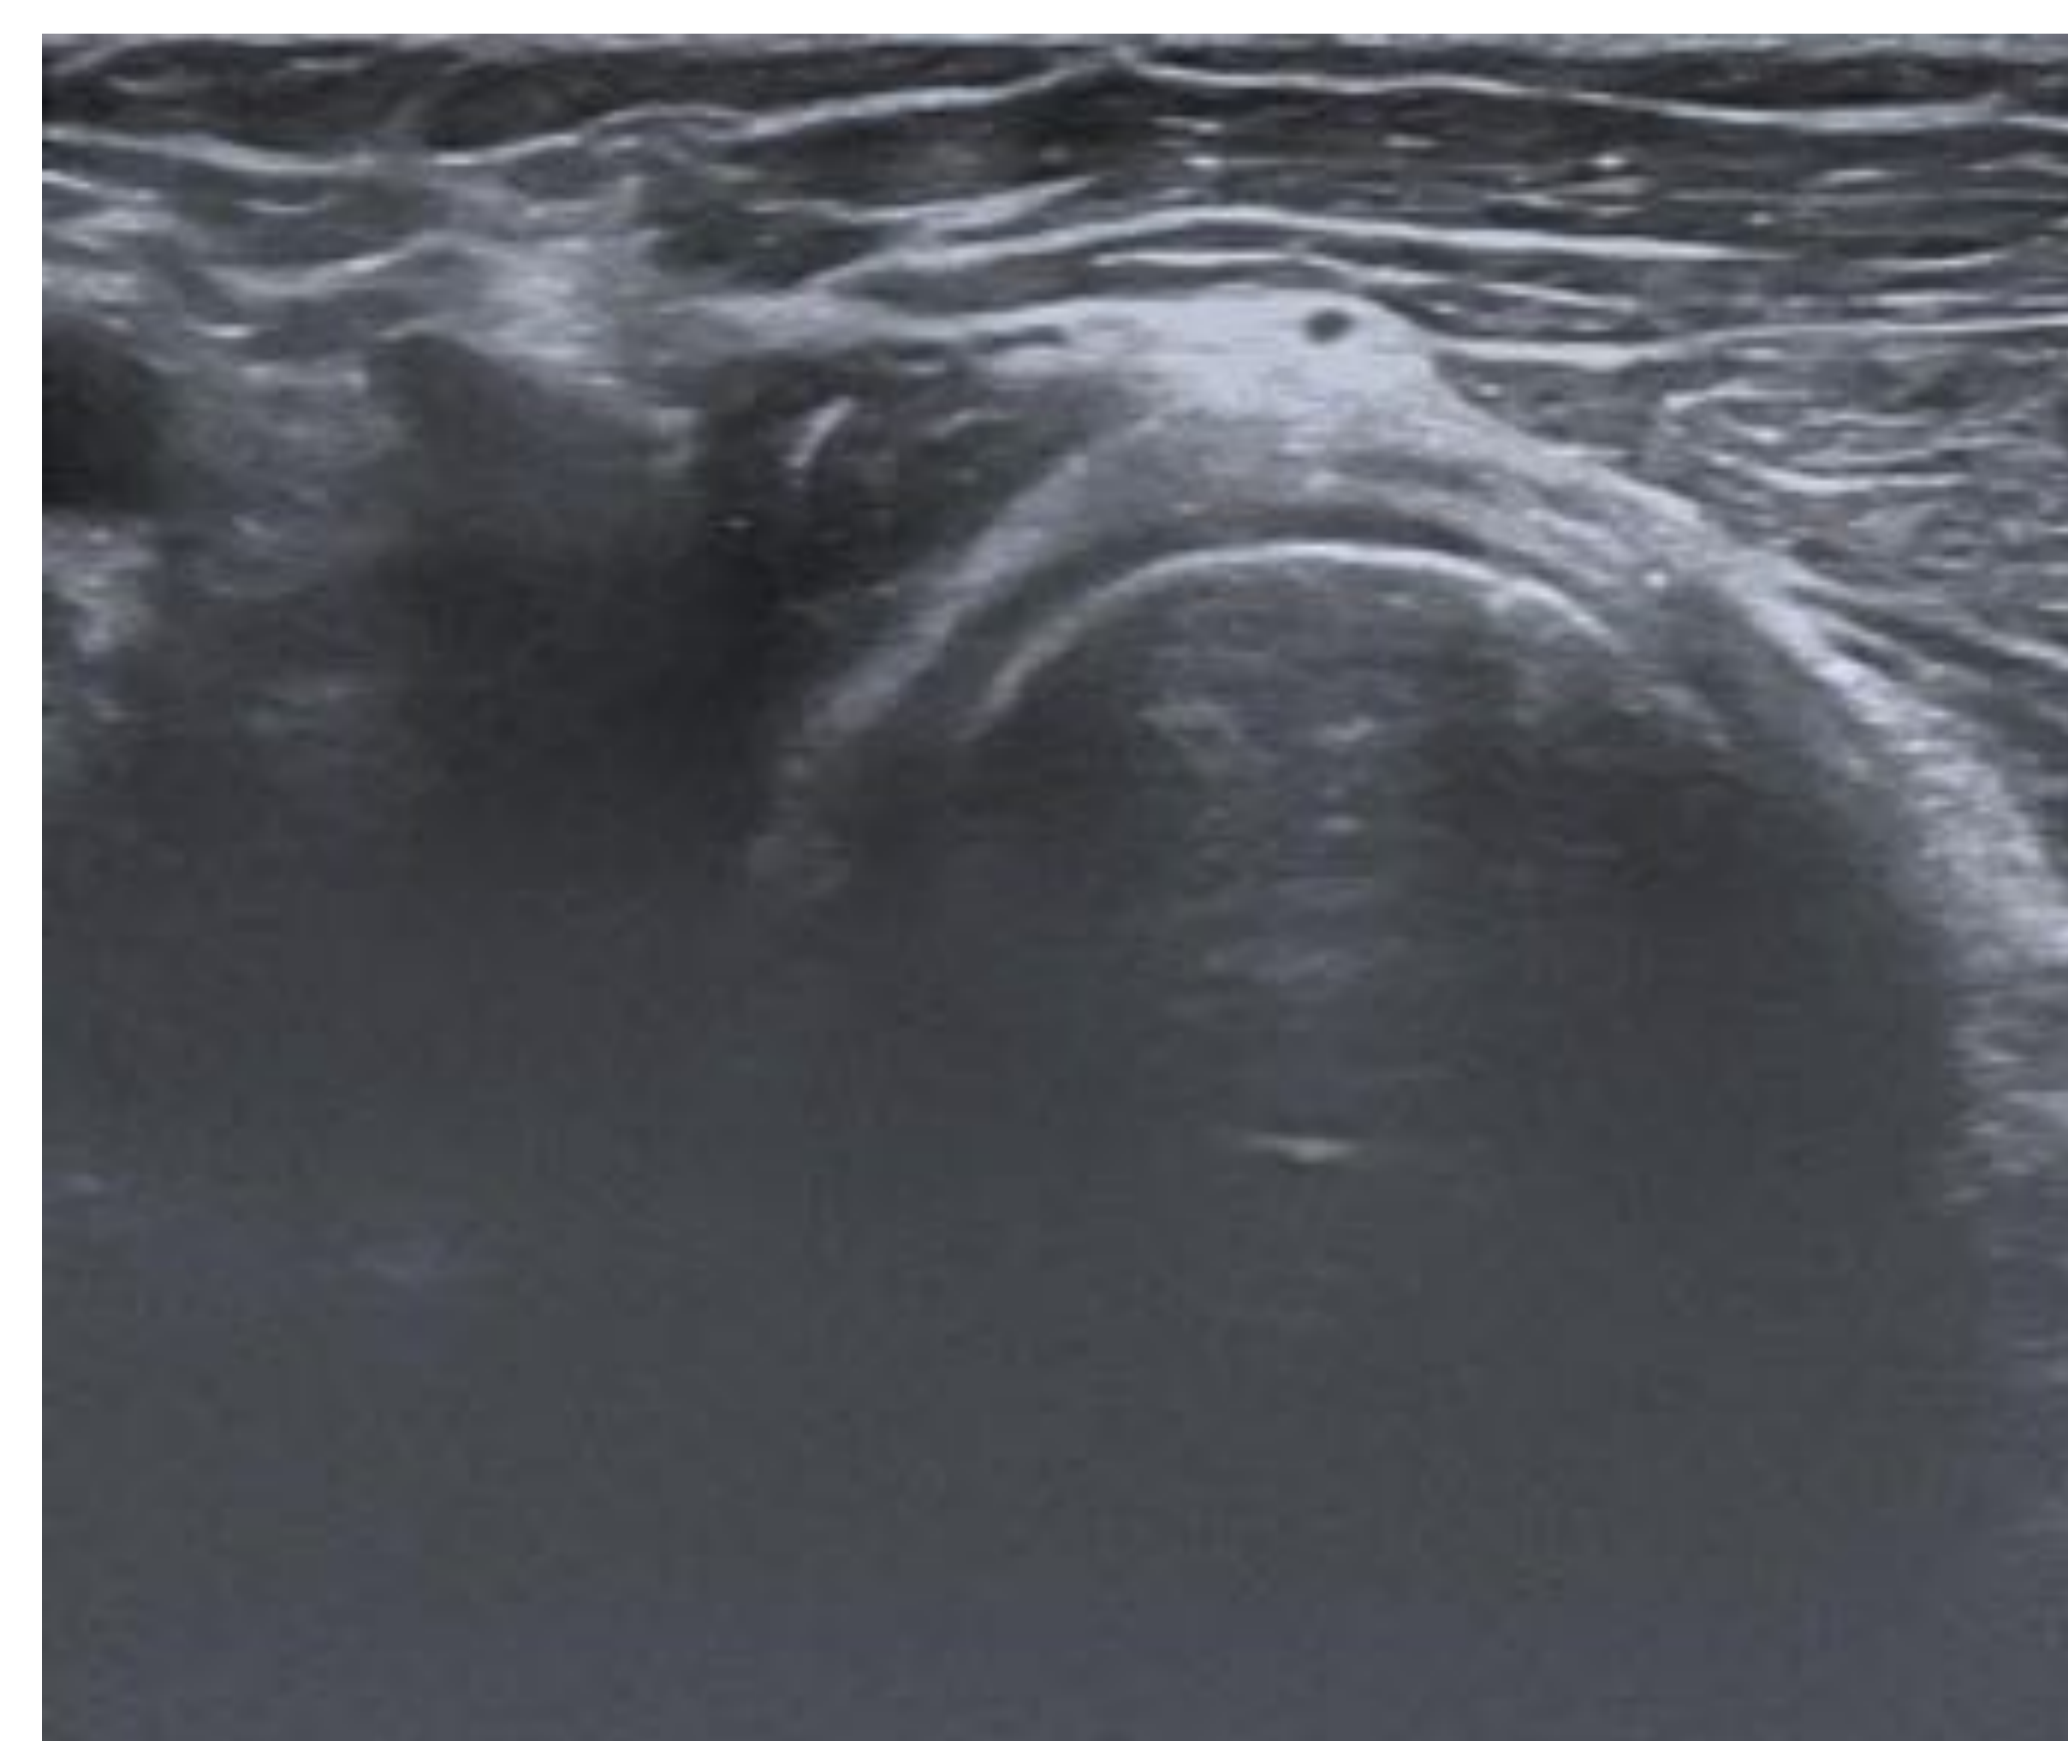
Corte transversal por ecografía del compartimento anterior del codo, se visualiza el tendón largo del bíceps medial a la cabeza del radio.
